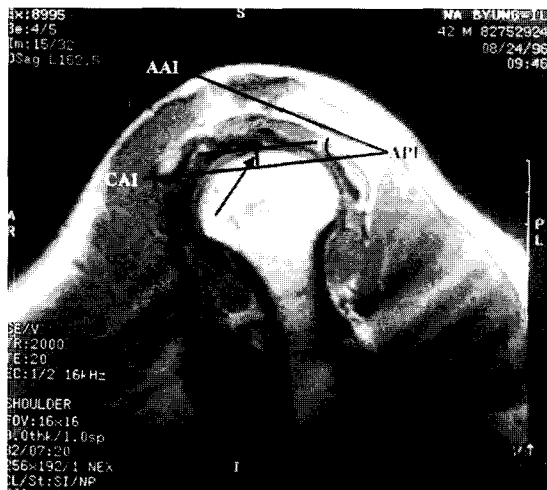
Acromial tilt and superior displacement of the humeral head can be evaluated on sagittal MR image. AAI, anterior inferior point of acromion; API, posterior inferior point of acromion; CAI, anterior inferior point of coracoid tip; T, acromial tilt; M, migration of humeral head.
